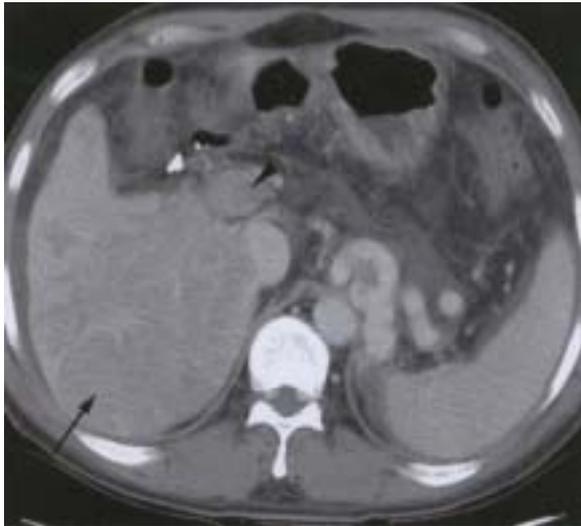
Computed tomography shows ill defined low attenuation mass in the right lobe of liver (arrow). Right and main portal vein thrombosis are also noted (arrow head).
